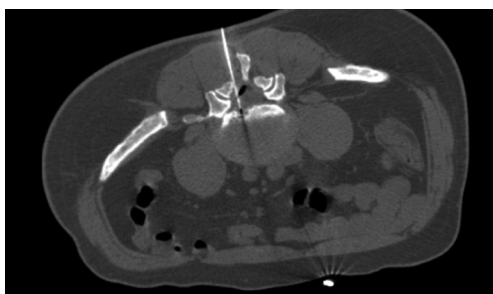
CT 引导下沿着设置的穿刺路径进针到达靶点
